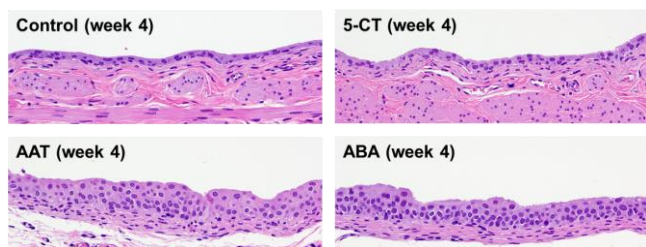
対照群および 5-CT・AAT・ABA 投与群における膀胱粘膜。AAT・ABA 投与群には、尿路上皮の軽微～軽度の単純過形成が認められた。
